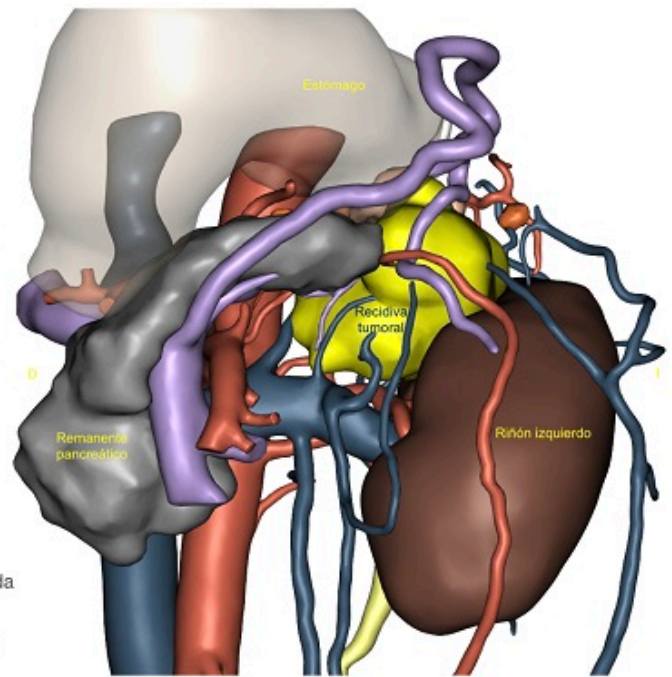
(arriba). PET-TC tras la administración intravenosa de 177 MBq de Galio 68 DOTATOC para valoración de lesiones con sobreexpresión de receptores de somatostatina, que evidenció una masa retroperitoneal izquierda de gran tamaño con hipercaptación del trazador y SUVmáx de 40,42.
